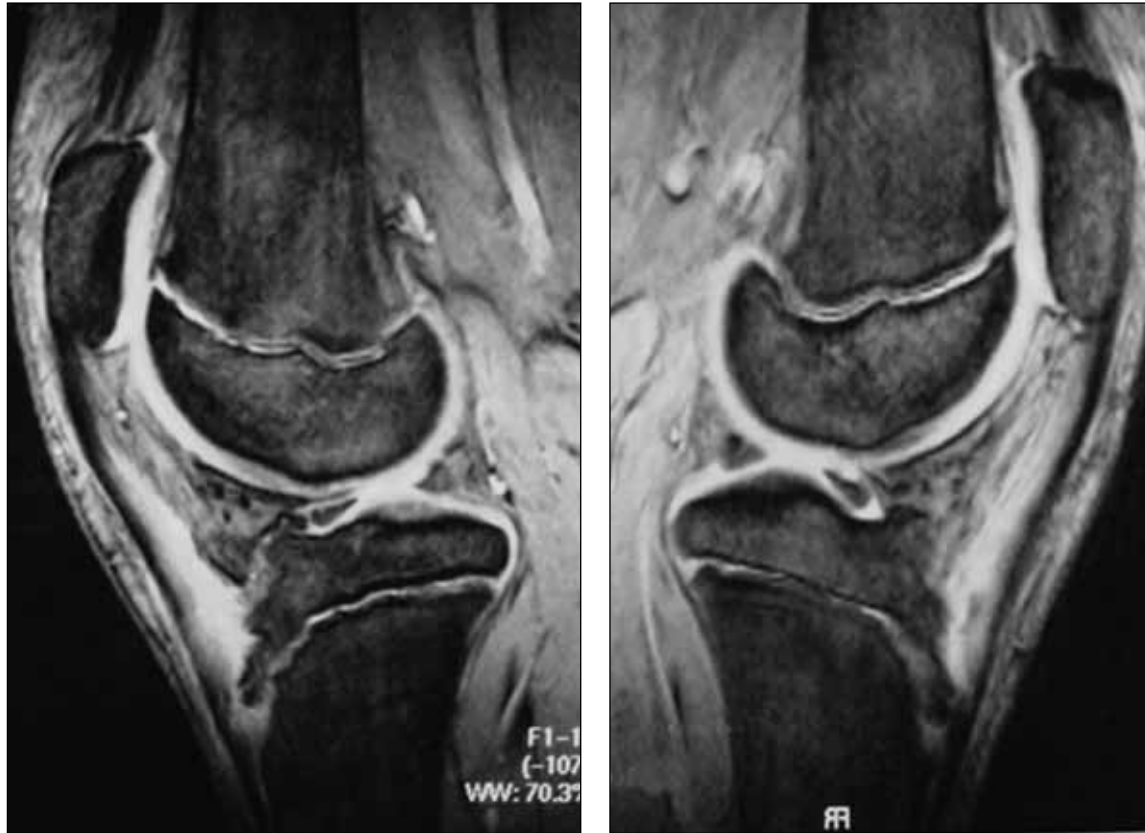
En la resonancia magnética se aprecia el edema alrededor de la tuberosidad anterior de la tibia. Las placas epifisarias aún permanecen abiertas.
